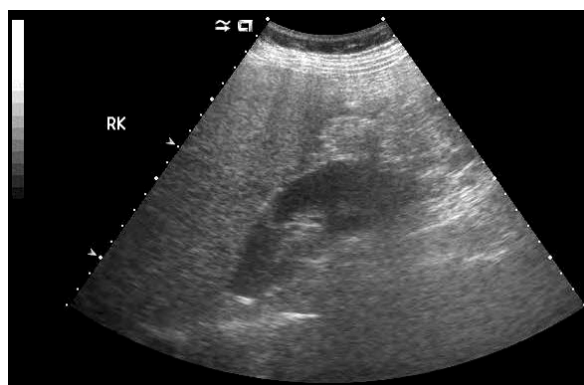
Abdominal sonography showed diffuse bright liver, suggesting fatty liver.
